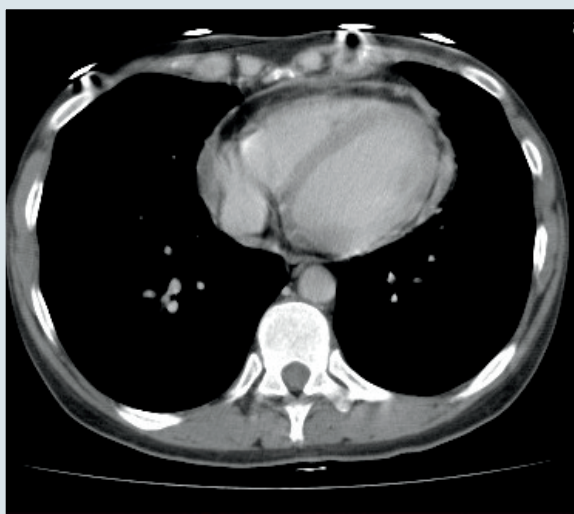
Контрольне комп'ютернотомографічне сканування пацієнтки Д., виконане через рік після лікування
